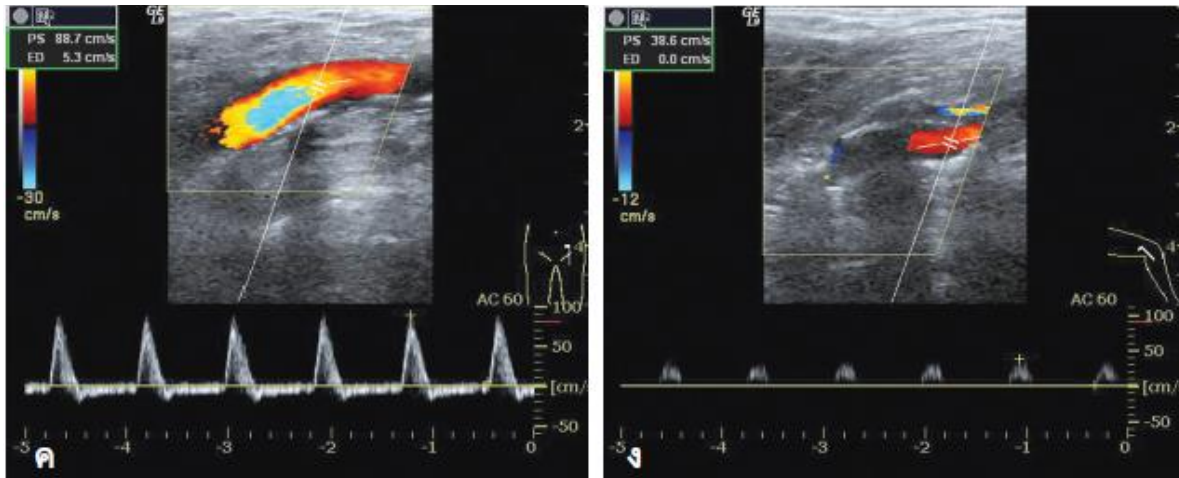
Doppler show normal (left), poor flow: atherosclerosis (right)
